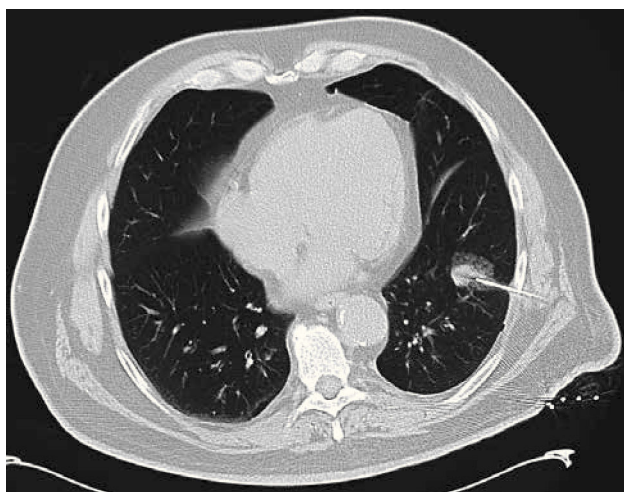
Punción biopsia de nódulo pulmonar bajo TC en paciente fumador de 62 años, con antecedente previo de cáncer renal. El resultado dió metástasis de hipernefroma. No se registraron complicaciones.
